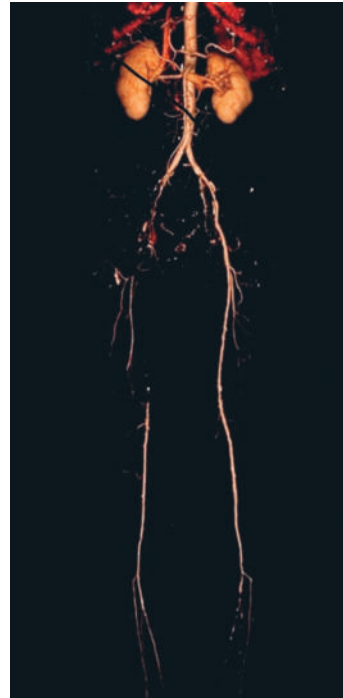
Мультиспиральная компьютерная томограмма аорты и артерий нижних конечностей с контрастированием: окклюзии правой наружной подвздошной, общей бедренной и поверхностной бедренной артерий
